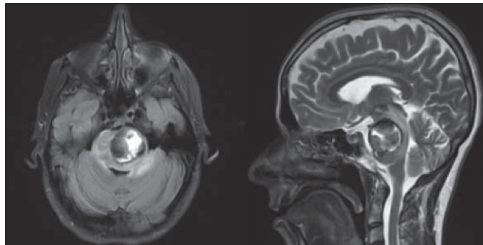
Pre-operative MRI, showing a pontine angioma with extension to the ponto-mesencephalic transition (axial image on the left and sagittal on the right)
